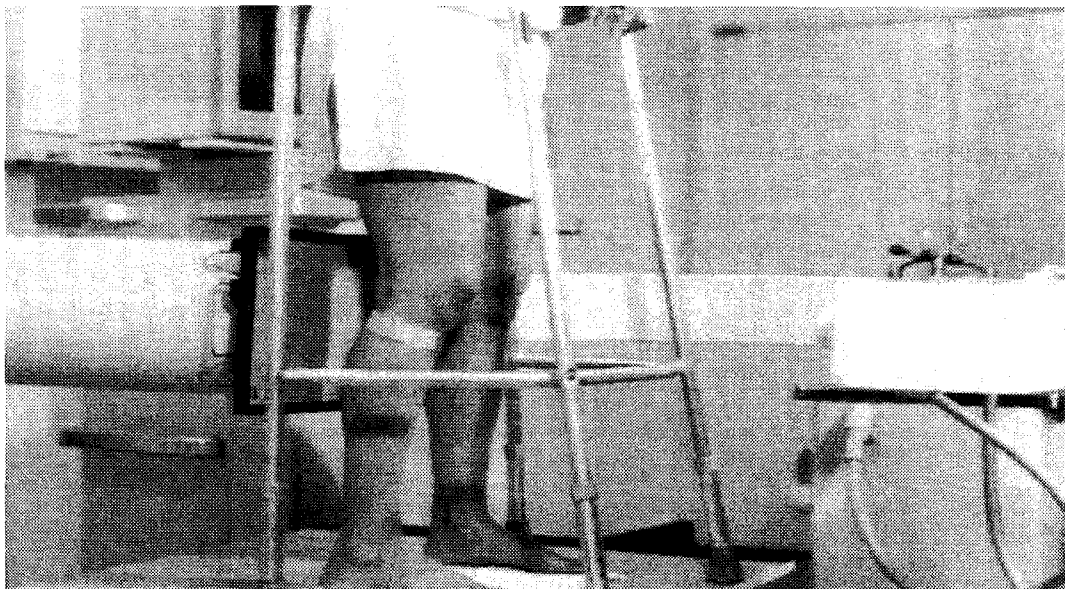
Acquisition d'une radiographie au rayon X, pour obtenir une vue postéro-antérieure d'un genou dans une position de semi-flexion².
